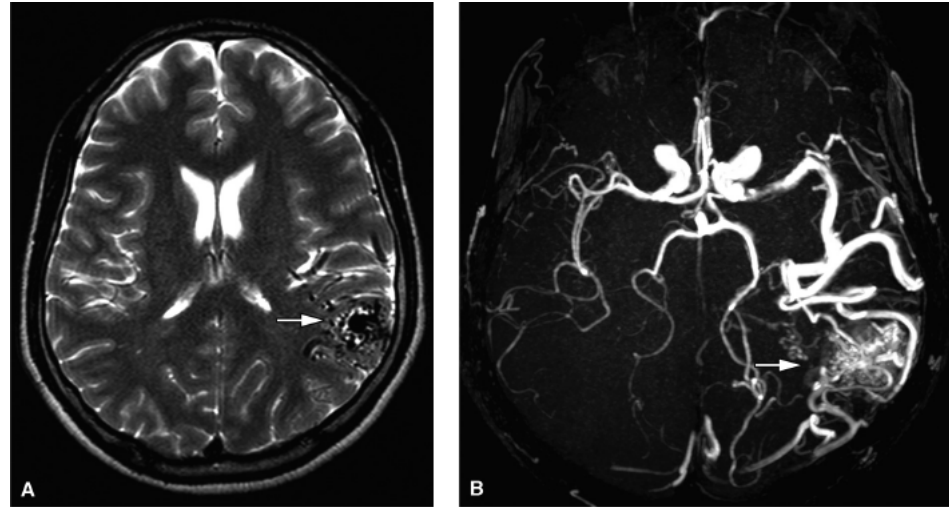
Malformação arteriovenosa. Ressonância magnética do crânio. Sequência T2 no plano axial (A) evidencia enovelado vascular no lobo parietal posterior esquerdo, compatível com o *nidus* da malformação arteriovenosa (*seta*). O estudo de angiorressonância arterial (B) confirma o *nidus* parietal esquerdo (*seta*) com nutrição por ramos da artéria cerebral média e, em menor grau, por ramos da artéria cerebral posterior à esquerda.
